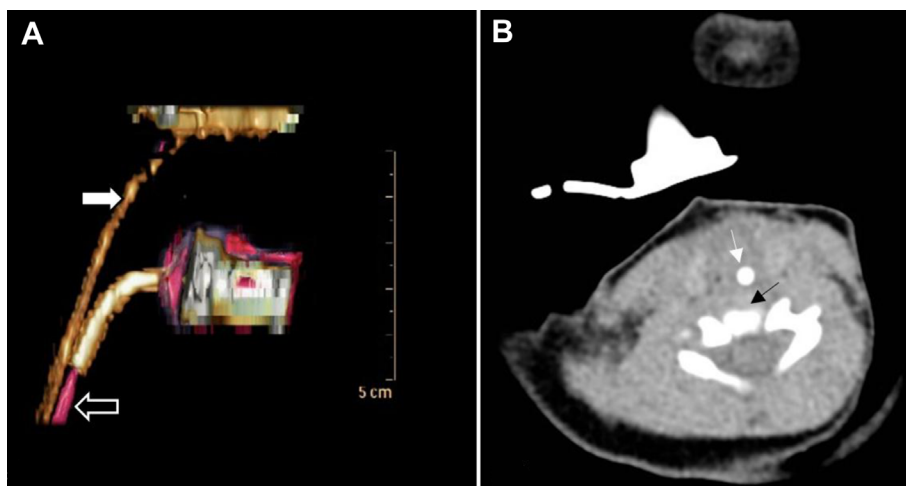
(A) Pharynx 3 dimension computed tomography showed no visualization of proximal trachea: white arrow indicates esophagus and black arrow indicates distal trachea. (B) Pharyngeal non-contrast computed tomography showed no visualization of trachea at level of C5 vertebral body: thin black arrow indicates C5 vertebral body and thin white arrow indicates esophagus and no visualization proximal trachea.
